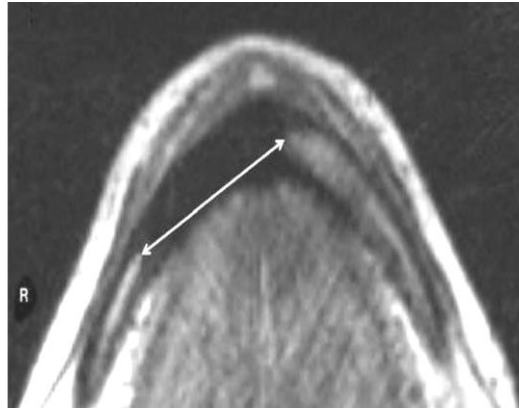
IRM ONM mandibulaire (la flèche indique la région affectée par l'ONM 3cm) .Stockmann 2010 [123]
